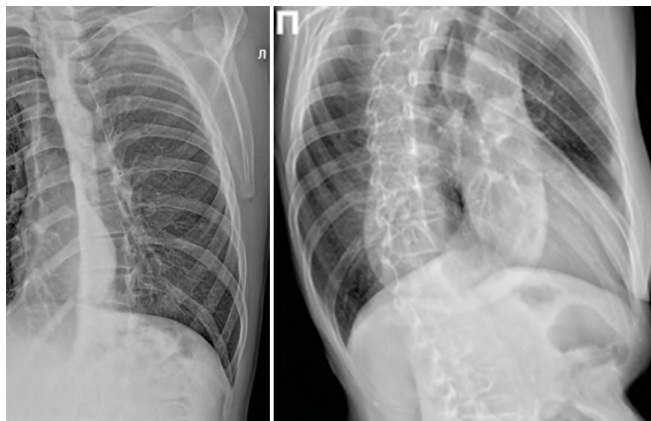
Рентгенограмма ребер. Правая/левая задняя косая проекция
